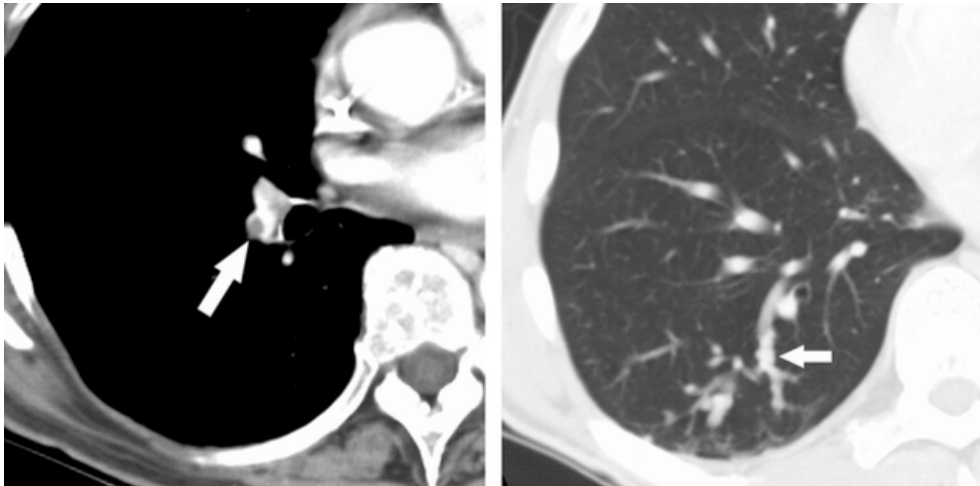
Embolia tumoral en una mujer de 78 años con disnea y sarcoma del estroma endometrial que invadió la vena cava inferior. La tomografía computarizada muestra un gran émbolo tumoral dentro de la arteria pulmonar del lóbulo inferior derecho (flecha). (39, 40) Tumores en un hombre de 60 años con disnea y carcinoma primario de células renales. (39) La tomografía computarizada muestra embolia tumoral que se manifiesta como dilatación vascular y reborde de arterias subsegmentarias del segmento posterobasal de la arteria pulmonar derecha (flecha). (40) La tomografía computarizada muestra una embolia tumoral con aspecto de árbol en brote dentro de las arterias del lóbulo pulmonar secundario (flecha). La embolia tumoral rara vez tiene una apariencia de este tipo en CT. (RadioGraphics 2004; volume 24:1219 –1238).
